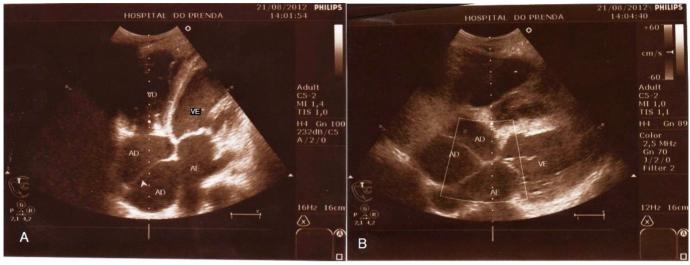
Ecocardiografía transtorácica. A. Vista apical de cuatro cámaras. B. Vista subcostal. Se observa la membrana que divide la aurícula derecha en dos cavidades (cabeza de flecha). AD: aurícula derecha, AE: aurícula izquierda, VD: ventrículo derecho, VE: ventrículo izquierdo
